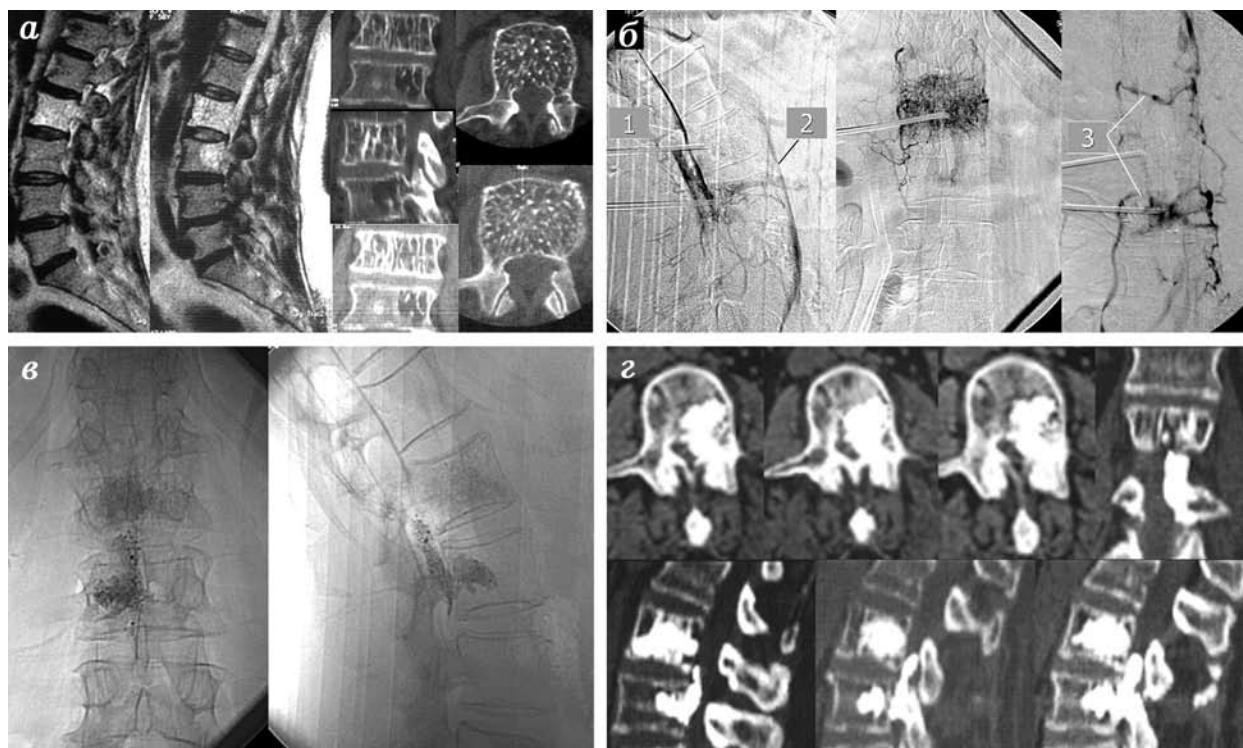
Гемангиомы тел L_{II} и L_{III} позвонков. а) КТ и МРТ; б) Интраоперационная веноспондилография. Поэтапное двунаправленное дренирование из тела позвонка. 1 — контрастное вещество в эпидуральных венах, 2 — дренирование в нижнюю полую вену, 3 — межпозвонковые вены; в) интраоперационный снимок во время вертебропластики, виден выход цемента эпидурально; г) КТ после операции. Выход костного цемента эпидурально вентролатерально слева.
